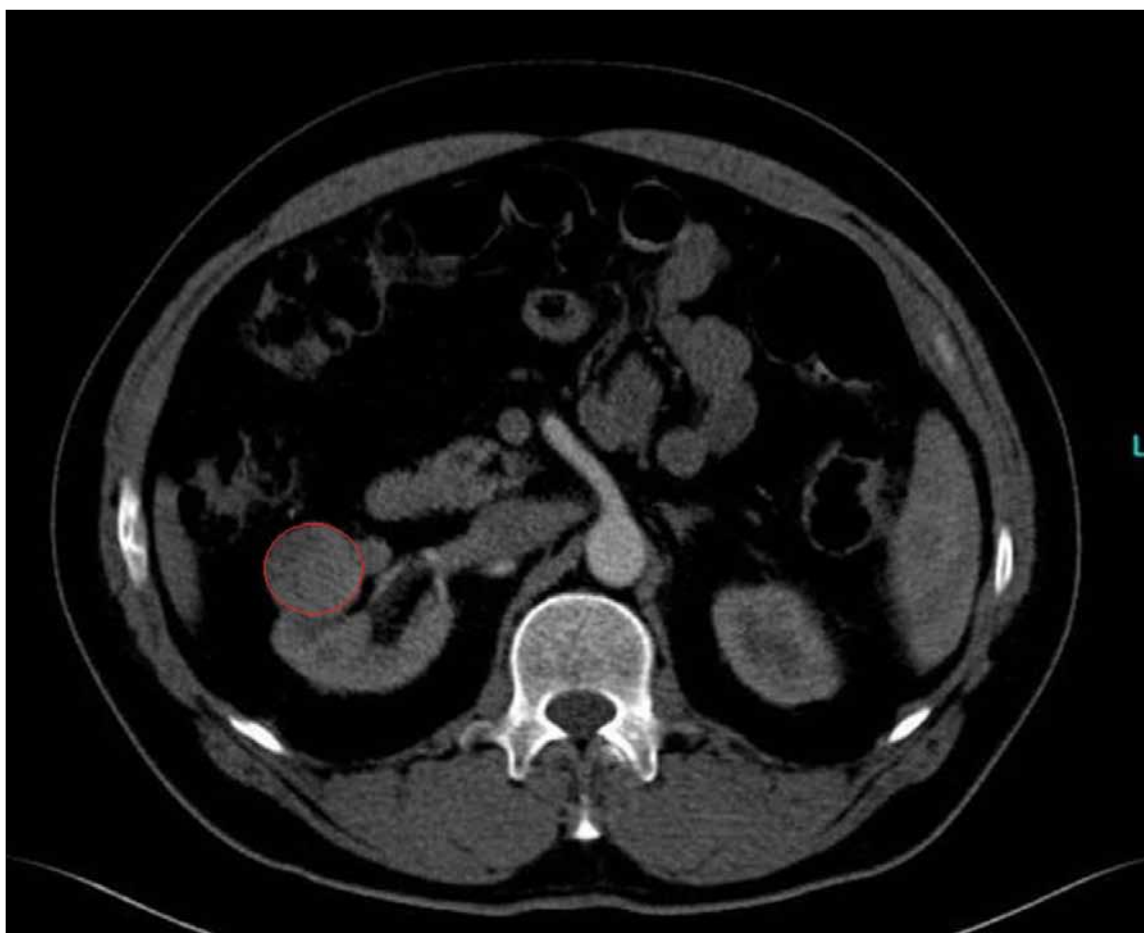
CT scan showing a right-sided renal tumor (marked red)
